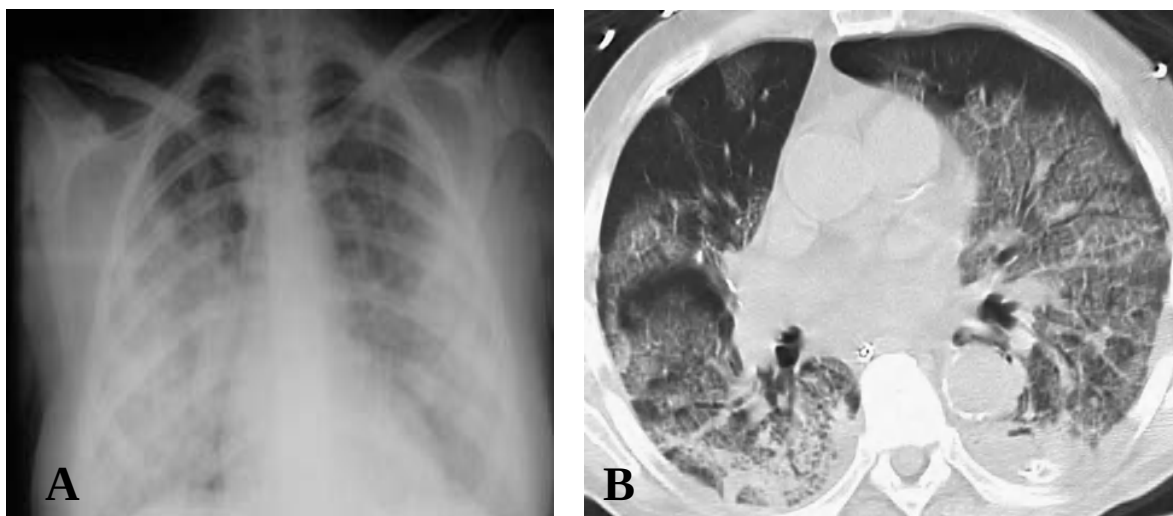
(A) Radiografía de tórax que evidencia la presencia de infiltrados de predominio bibasal con patrón en vidrio esmerilado. (B) Corte de TAC de tórax que confirma la presencia de vidrio esmerilado bibasal.
